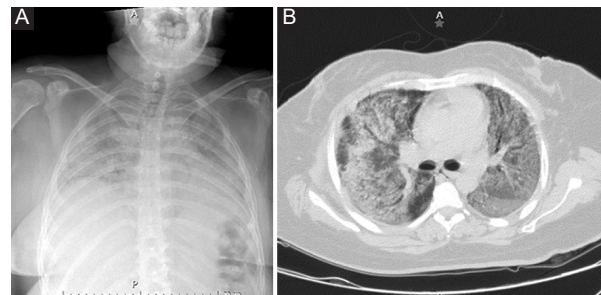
Resolución del enfisema subcutáneo y del neumomediastino evidenciada. A: en la radiografía de tórax posteroanterior. B: la tomografía computarizada simple de tórax en corte axial.
